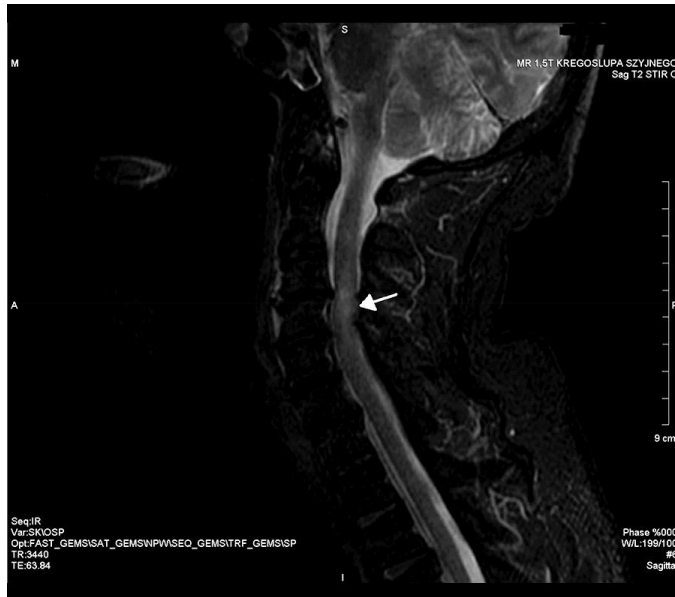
МРТ шейного отдела позвоночника и спинного мозга в сагиттальной плоскости в режиме STIR. Гиперинтенсивный сигнал, обозначенный стрелкой, представляет собой отек спинного мозга в результате компрессионной травмы (Szwedowski D., Walecki J., 2014).
